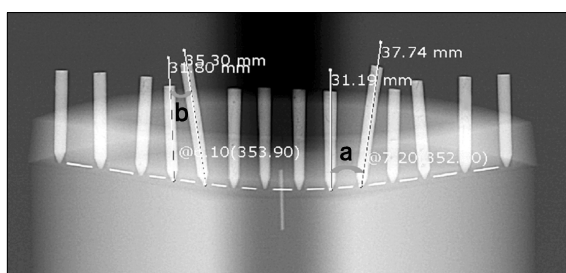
Angular measurement of panoramic radiographs using the measurement tool (Cobb's angle) of the π -ViewStar program. a, Angle between long axes of adjacent teeth was measured on the occlusal side when long axes of adjacent teeth was converged toward the occlusal plane; b, angle between long axes of adjacent teeth was measured on the apical side when long axes of adjacent teeth were converged in the opposite direction to the occlusal plane. This was assigned a negative value (-).
